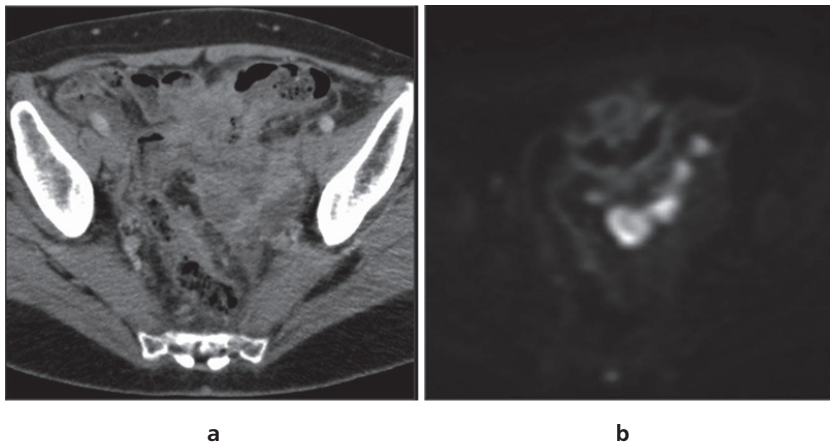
(а) КТ: рак сигмовидной кишки. (б) ДВИ: более информативно для выявления опухоли и метастазов.
